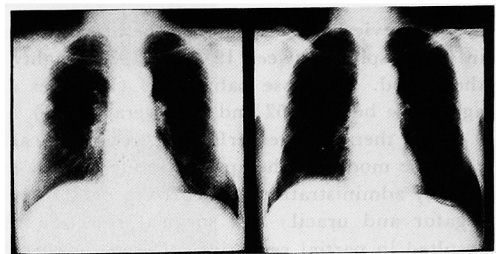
Case 3. (left) Chest X-ray film revealed metastatic lesions in both lungs (right) After 9 months' administration of interferon- $\alpha$ , metastatic lesions disappeared.
